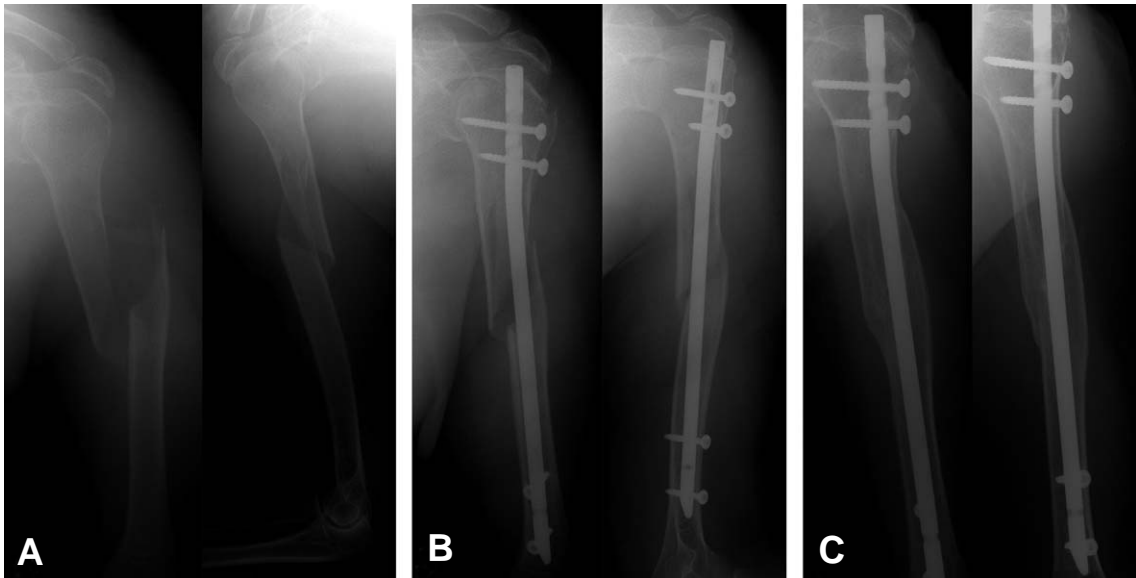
81-year-old female with left humerus shaft fracture underwent the operation of closed reduction and antegrade interlocking intramedullary nailing. (A) Preoperative radiographs show spiral fracture of shaft of left humerus. (B) Postoperative radiographs show internal fixation using interlocking intramedullary nailing with nail tip protrusion. (C) Radiograph at 4 years after the surgery shows complete bony union, but clinical outcome was poor.
